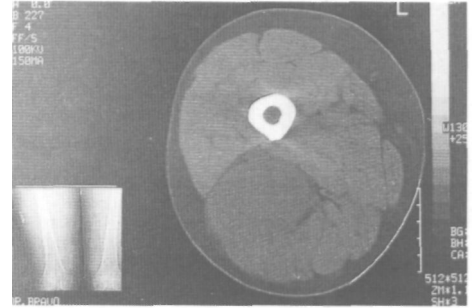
TAC mostrando el mixoma como tumoración sólida, homogénea, bien delimitada, en tercio posterior del muslo derecho. No infiltración grupos musculares contiguos ni afectación ósea.
